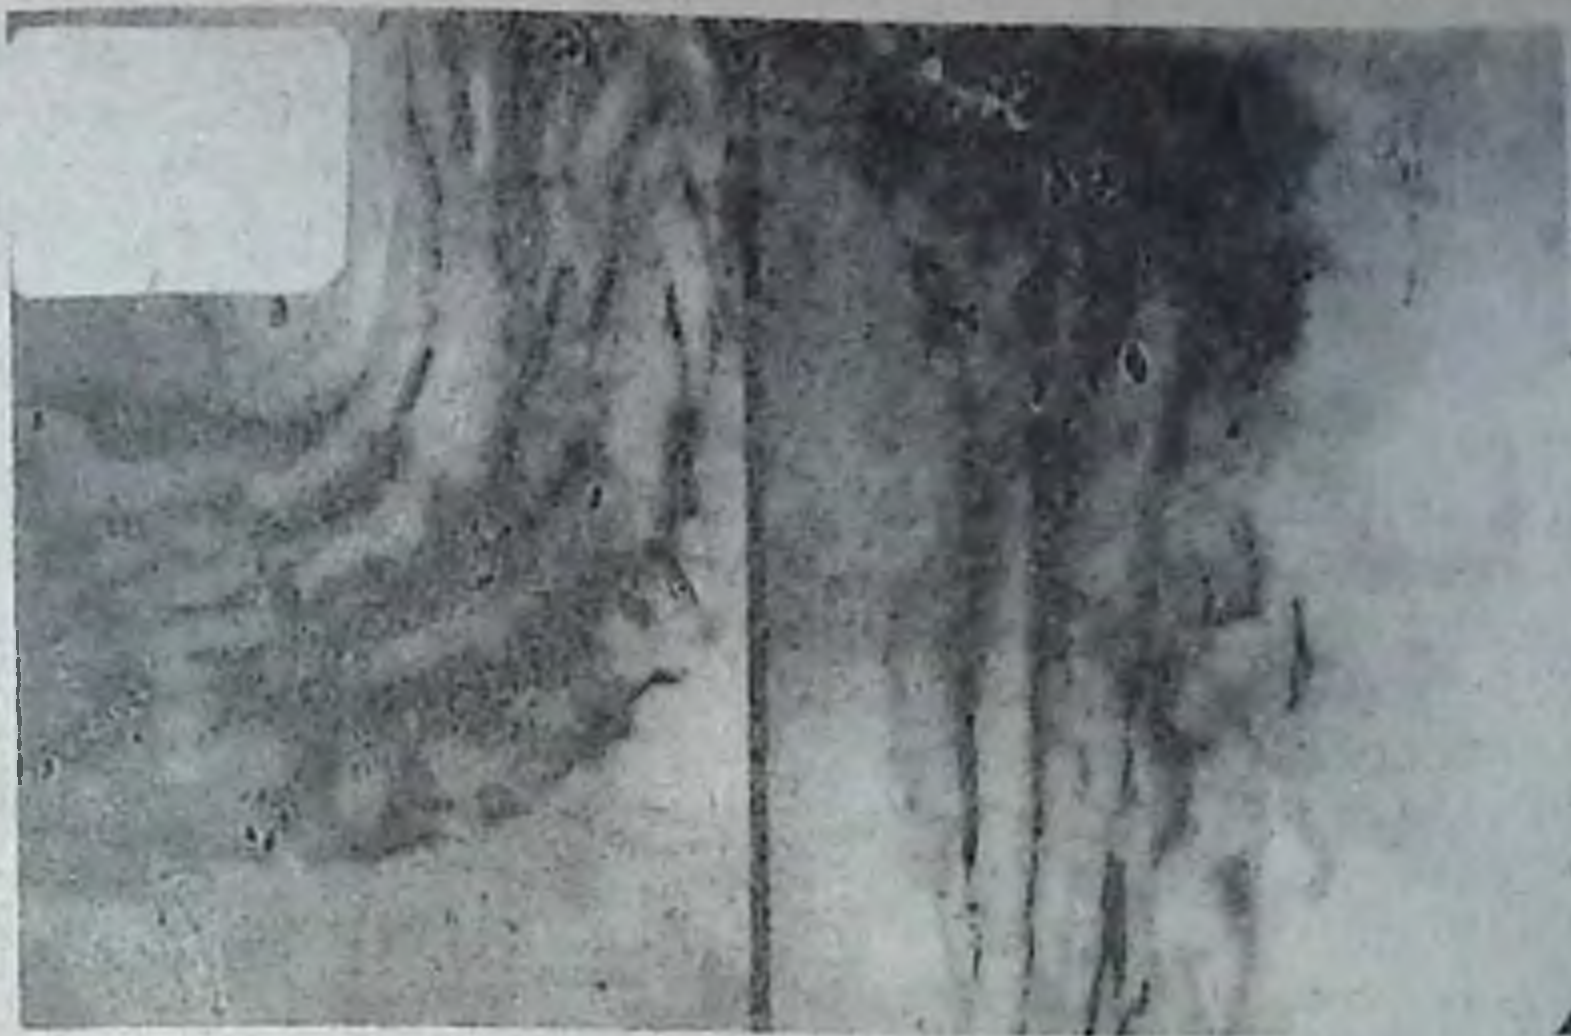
Прицельная рентгенограмма макрорельефа складок слизистой тела и антрального отдела желудка.
